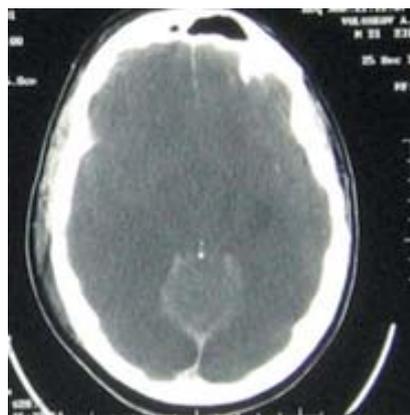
Компьютерная томография головного мозга больного В., аксиальная проекция. При обследовании у больного выявлены: тяжелая сочетанная травма, тяжелый ушиб мозга, закрытая травма груди, двусторонние осложненные множественные переломы ребер, аспирация на догоспитальном этапе. Объем мозга увеличен. Извилины и борозды сглажены. Цистерны основания мозга и желудочки не визуализируются. Плотность обоих полушарий головного мозга снижена до +16–18 ед. Н — диффузный отек мозга на фоне гипоксемии. Травматическое субарахноидальное кровоизлияние по намету мозжечка
